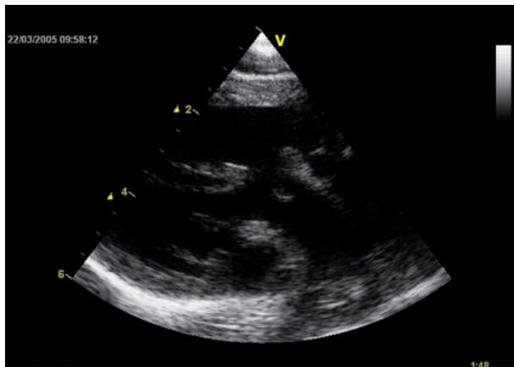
Pandangan sumbu pendek parasternal, tampak defek septum ventrikel perimembran
